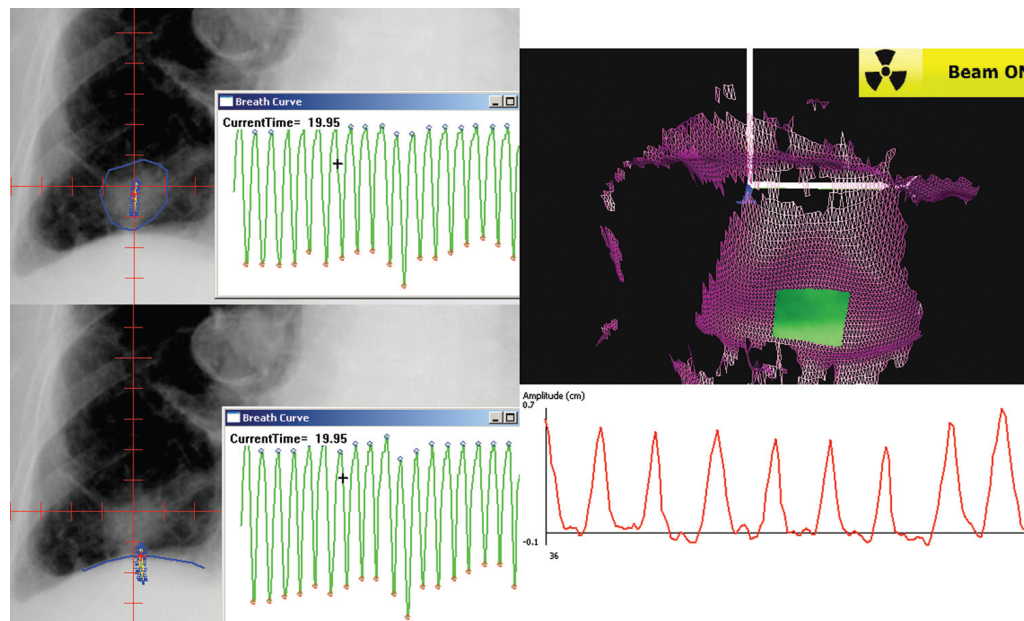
Exemple de mesures du mouvement de la tumeur (en haut à gauche) et de la partie inférieure du poumon (en bas à gauche) à partir des séquences fluoroscopiques ainsi que du signal externe avec le Gate CT (à droite). La surface acquise sur l'image en haut à droite correspond au thorax. La courbe rouge en bas à droite correspond au déplacement de la région d'intérêt sélectionnée (en vert sur l'image de surface) au cours du temps. Sur chacune des courbes, l'axe horizontal correspond au temps, l'axe vertical correspond à l'amplitude du déplacement (Extrait de [Glide-Hurst et al. 2011]).
